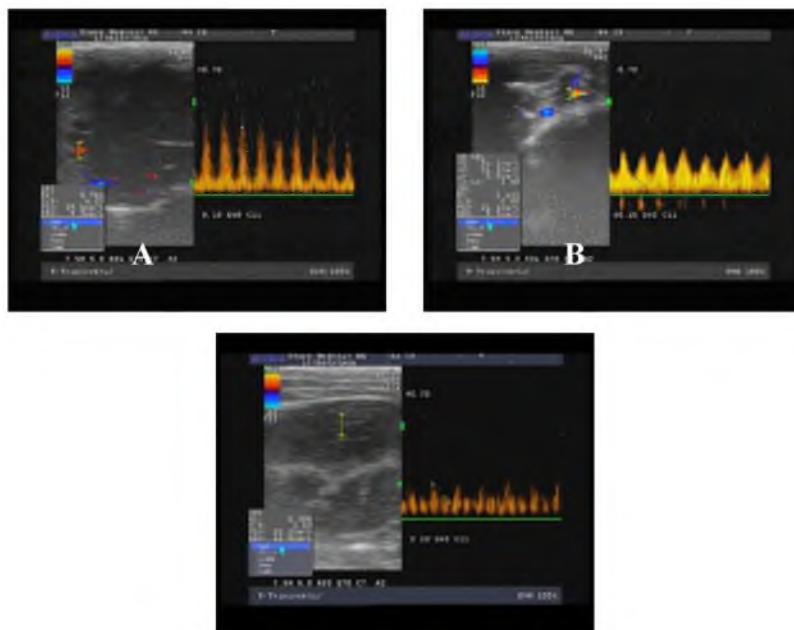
УЗИ скоростные характеристики кровотока 21 сутки стентированная правая почка.
